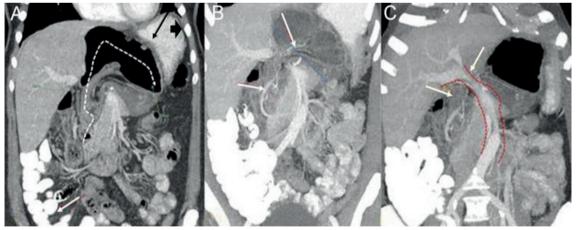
Tomografía computada con contraste oral y EV. Plano coronal. A. Se observa el contenido cecal de la hernia interna, con el fondo del ciego (flecha negra) desplazando la cámara gástrica (punta de flecha negra) y la ausencia del colon derecho en el abdomen (flecha blanca).
